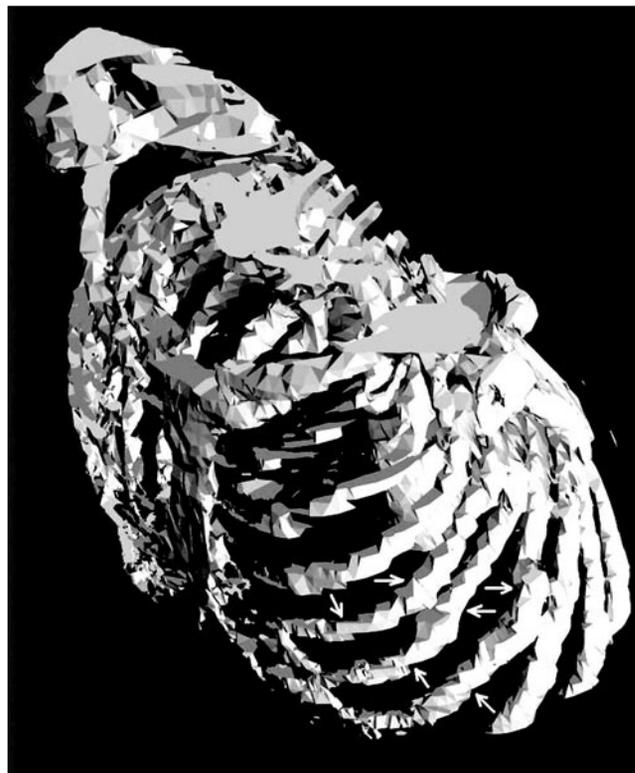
Пространственная модель переломов (стрелки), полученная при компьютерной томографии.
